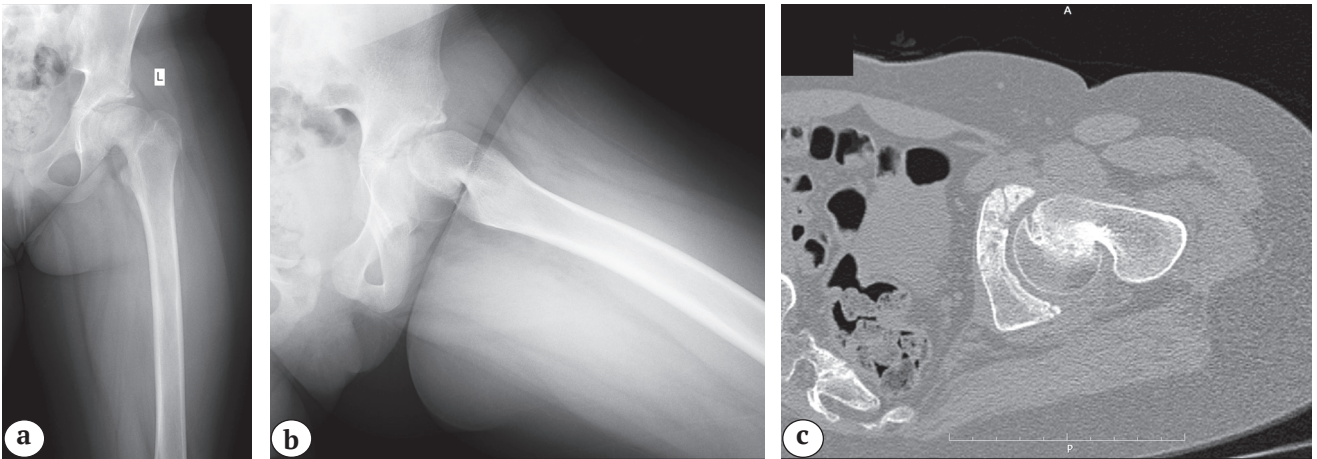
Результаты лучевого обследования тазобедренного сустава пациентки 10 лет до оперативного лечения: а — рентгенограмма в прямой проекции; б — рентгенограмма в положении Лауэнштейна: смещение эпифиза на 90°; с — компьютерная томограмма
